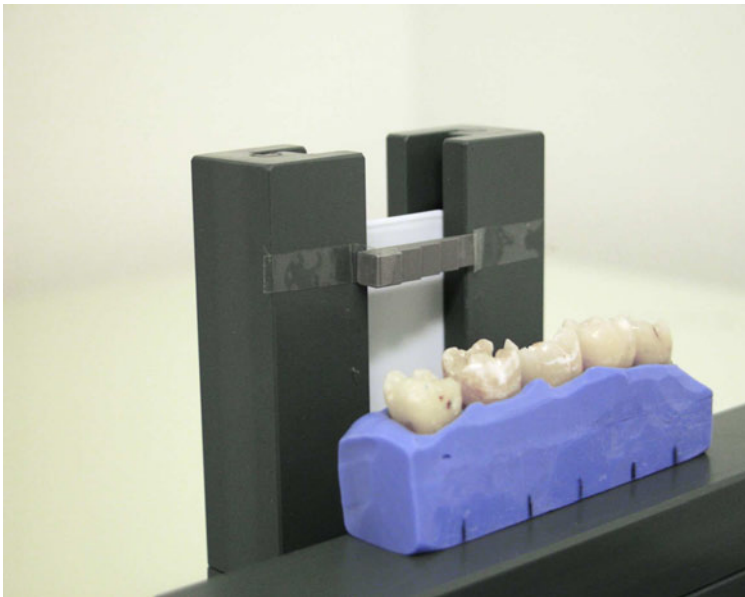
Zahnreihe in Röntgenapparatur
